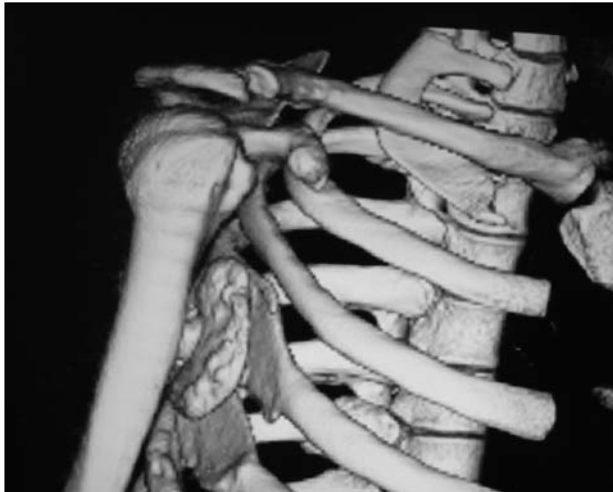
Tomografía computarizada tridimensional. Vista escapulotorácica.
